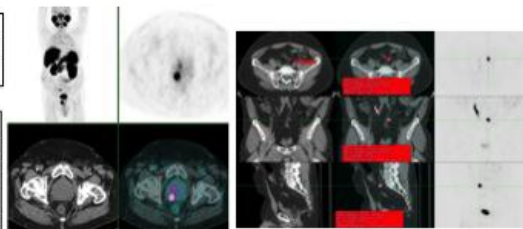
Cuantificación de estudio PET-TC <sup>68</sup>Ga-PSMA-11
